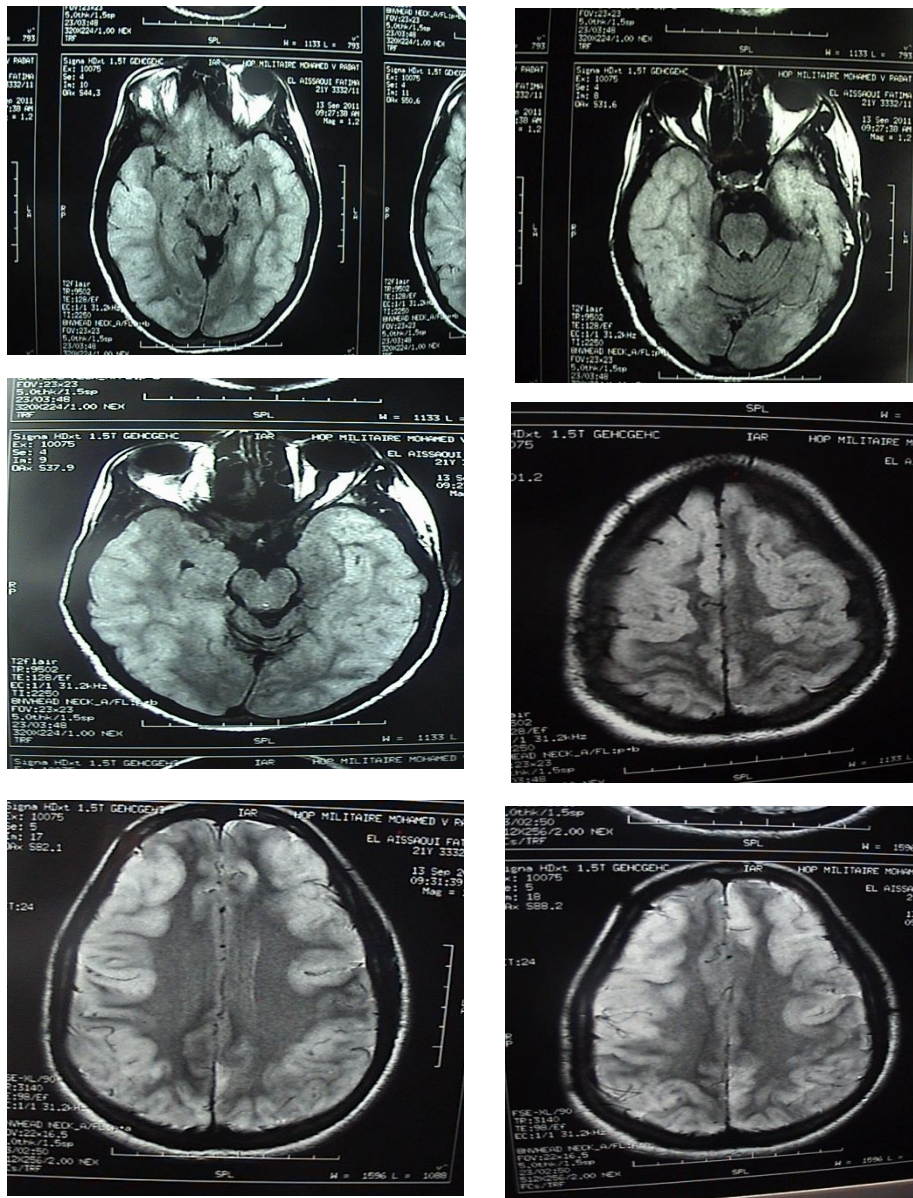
IRM cérébrale réalisée à j4 d'une intoxication oxycarbonée massive avec coma inaugural chez une femme de 21 ans à l'HMI Med V montrant une nécrose corticale cérébrale diffuse.
